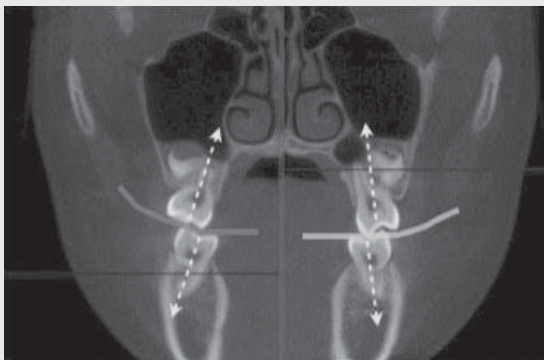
증례 3의 제일 대구치 위치에서 두개골의 CT 단면. 점선 화살표는 치아 장축, 실선은 윌슨 곡선을 나타낸다.
